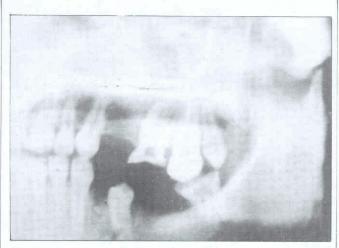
Ortopantomografia (fragmento). Restos radiculares múltiples; quiste radicular.
